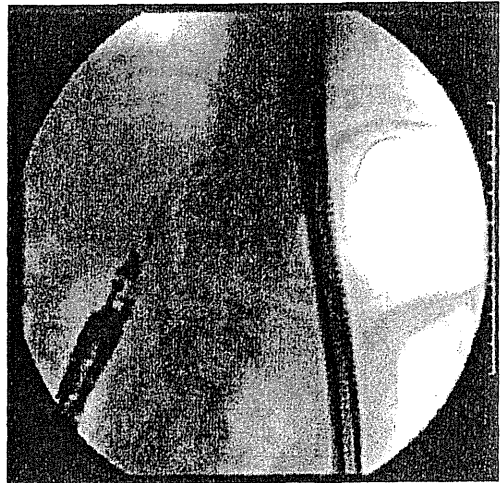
X-ray image of Soehendra biliary dilation catheter for dilation of the bile duct and the duodenum.
